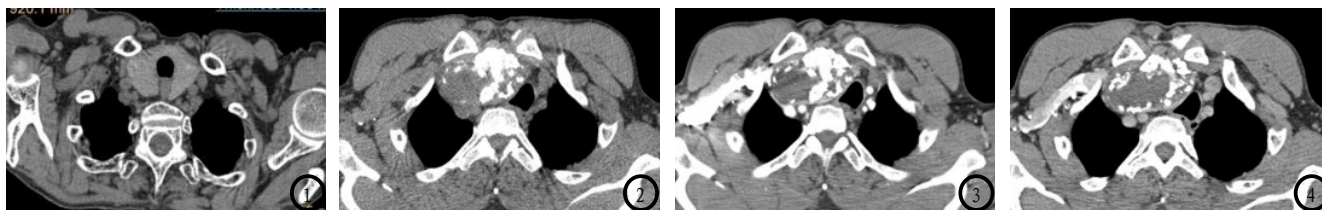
甲状腺肿患者，男性，82岁，甲状腺弥漫性增大，CT值约77.9HU。图2-4 结节性甲状腺肿患者，女性，53岁，CT平扫、延迟2期增强示甲状腺结节样增大，向下突入纵隔，密度不均，多发钙化，增强后强化不明显，气管受压移位。
